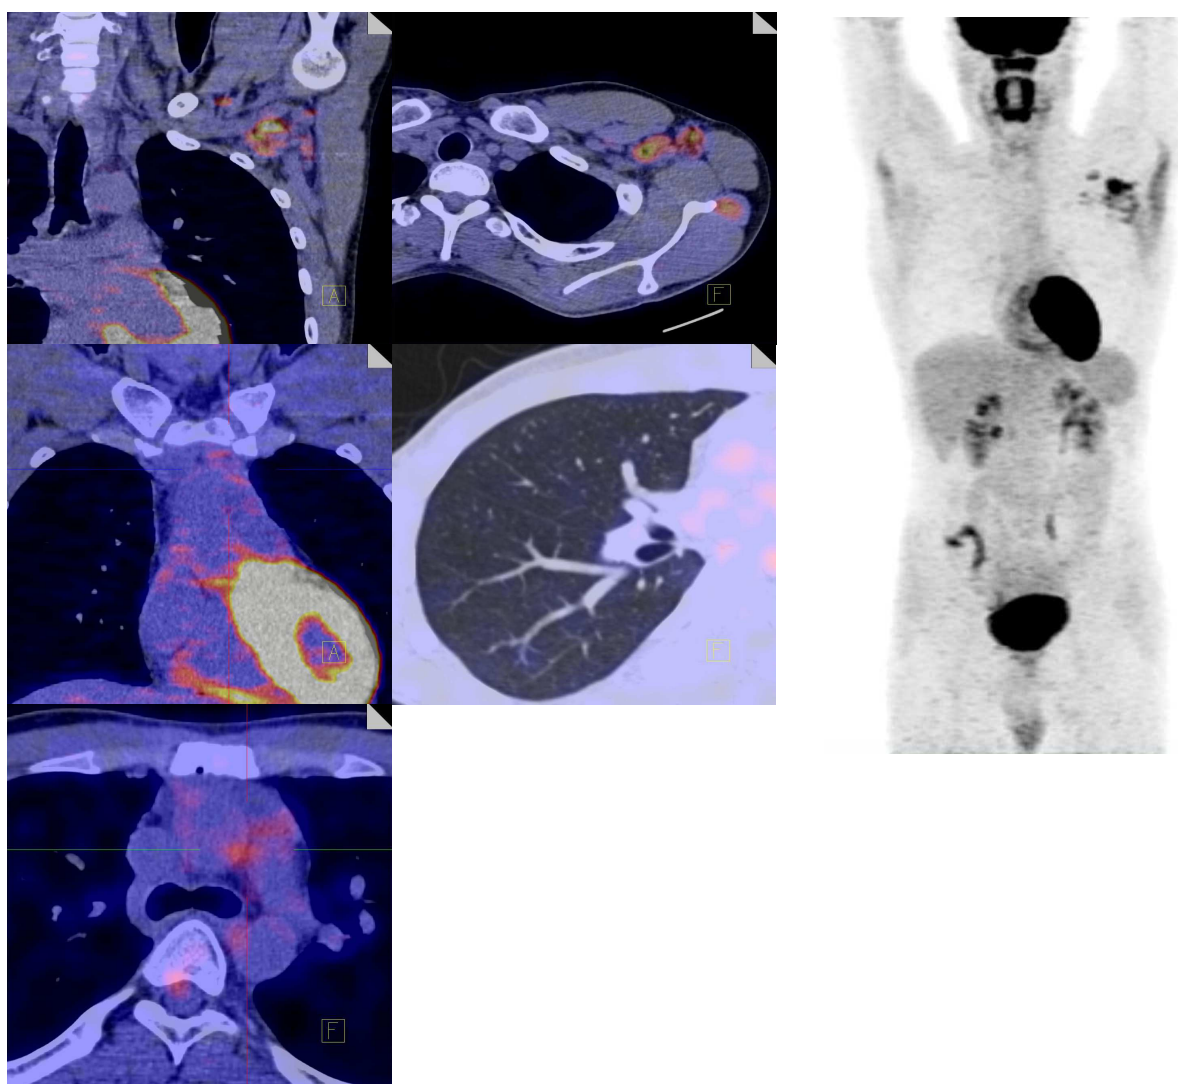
Больной Р., 20 лет . Данные ПЭТ/КТ после 12 введений Ниволумаба. Тотальный метаболический объем опухолевой ткани (ТМТV): $70,22\text{см}^3 + 6,4\text{см}^3 = 76,62\text{ см}^3$.
